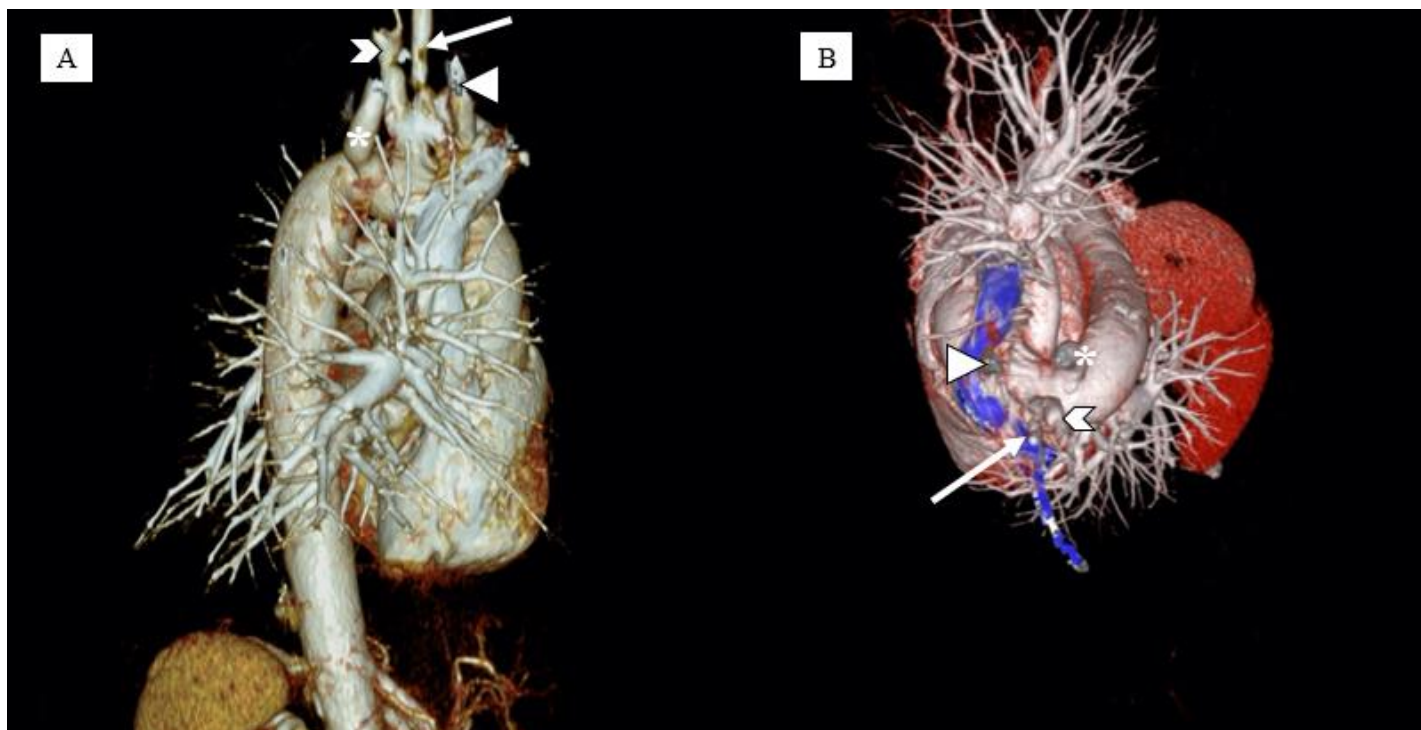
Tomografía computada con reconstrucción 3D. A. Vista Lateral Derecha de cayado aórtico y origen de sus ramas. B. Vista cefálica. En las imágenes se aprecia las arterias: carótida común derecha (cabeza de flecha); carótida común izquierda (flecha); subclavia izquierda (chevrón) lusoria (*).
